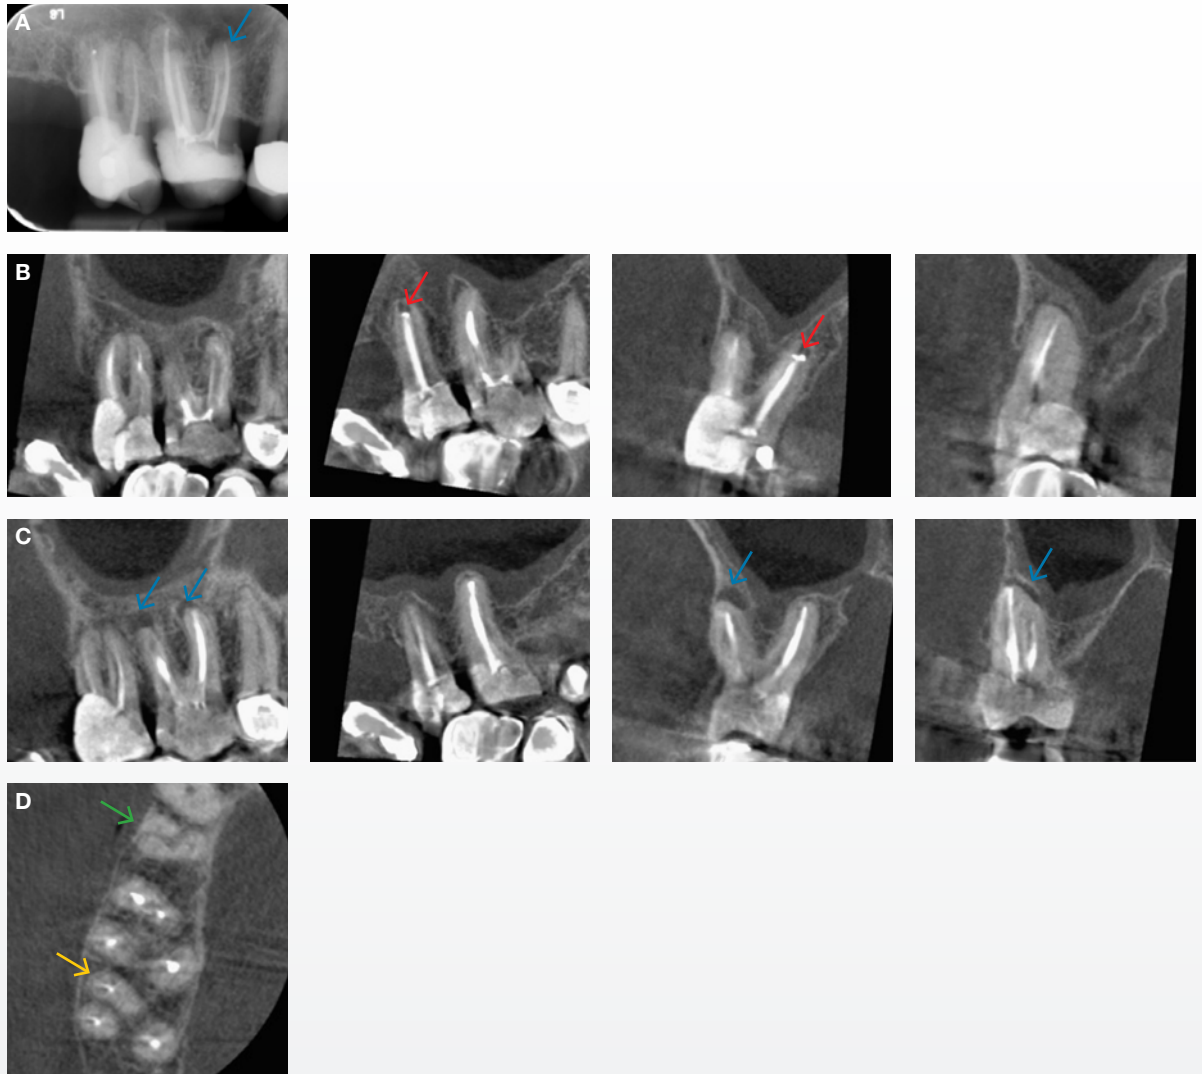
A: Periapikal optagelse af 7,6+. B-D: CBCT-undersøgelse af 7,6+ foretaget med Cranex 3D-udstyr med metalartefakt-reduktionsfilter og 0,085 mm voxel-opløsning. B: CBCT-snit af 7+; sagittale snit af de to faciale rødder samt den palatinale rod og koronale snit af disto-faciale og palatinale rod samt mesio-faciale rod. C: CBCT-snit af 6+; sagittale snit af de to faciale rødder samt den palatinale rod og koronale snit af disto-faciale og palatinale rod samt mesio-faciale rod. D: Aksialt snit af 7,6+.
